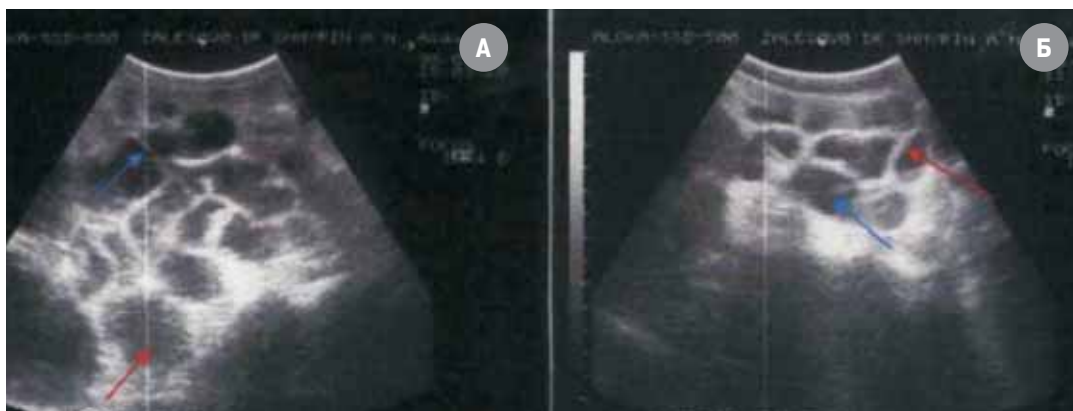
а), б). УЗИ толстой кишки у больной И.Э. 60 лет. Удлиненная сигмовидная кишка в виде симптома «сотов». Поперечное сканирование. Красными стрелками указан поперечный скан сигмовидной кишки, голубыми стрелками указан продольный скан сигмовидной кишки.
